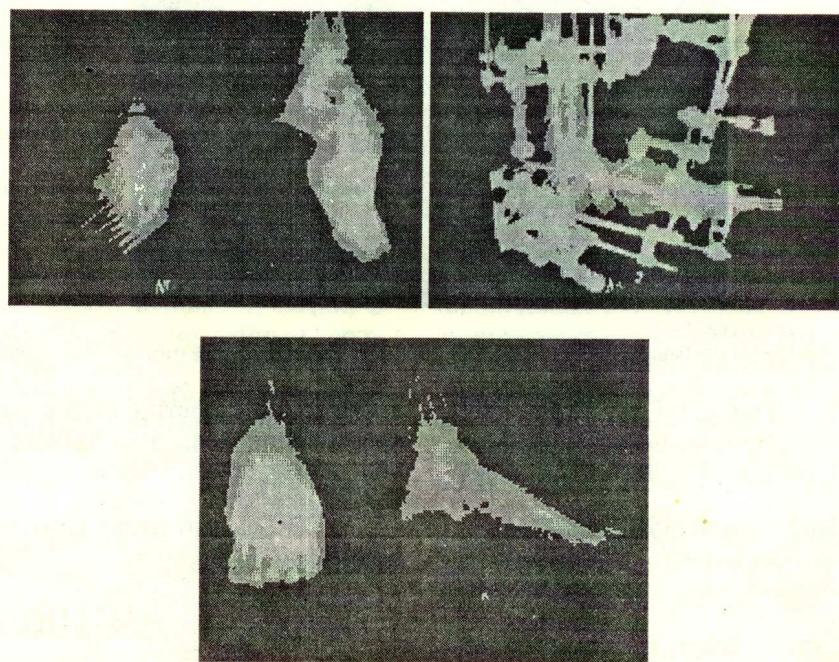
Рентгенограммы больной С. до, в процессе и после лечения.
